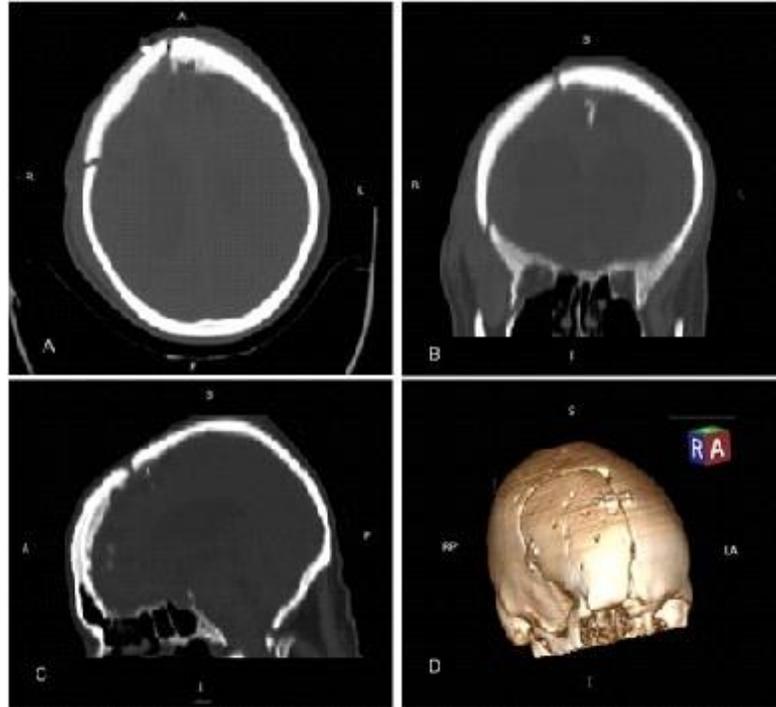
TAC realizado al día siguiente de la operación.
